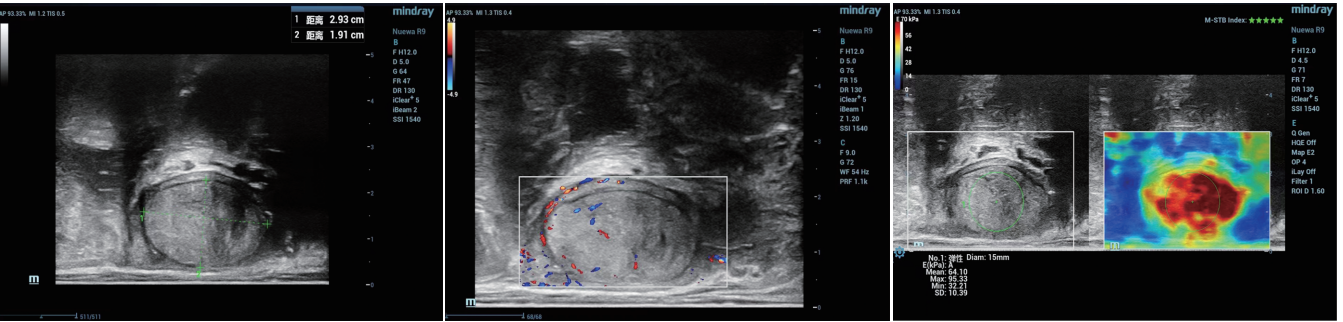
经阴道二维超声示肿块呈等回声, 形态规整, 边界清晰
